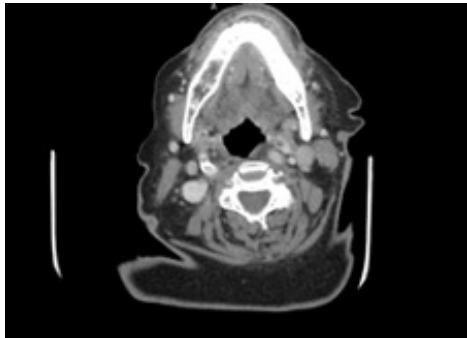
TAC de cuello con contraste intravenoso: pequeña colección laminar adyacente a cara bucal de hemimandíbula izquierda de probable origen odontógeno. Esclerosis difusa de hemimandíbula izquierda, inespecífica
